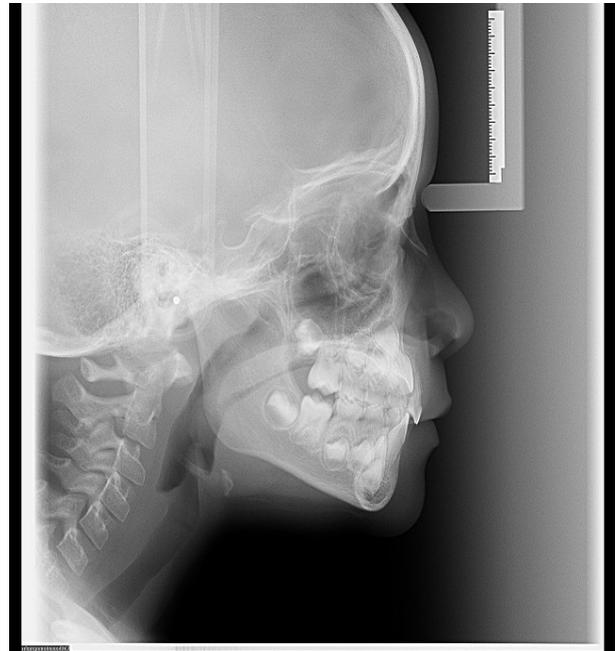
A) Teleradiografia Final.
